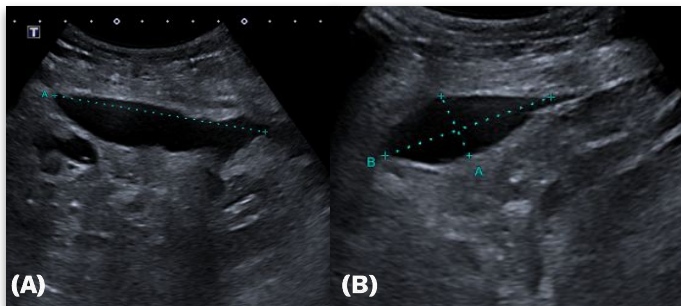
Ecografía que muestra colección de 8 x 6 X 3 cm, adyacente al injerto renal
